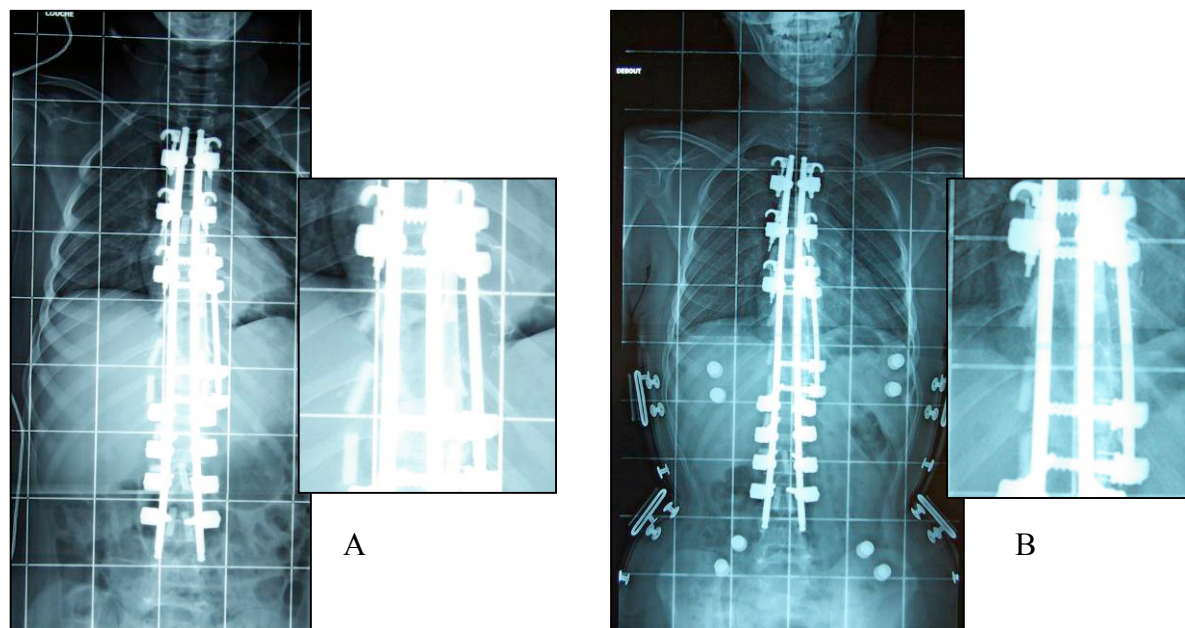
Radiographies de rachis, de face. A : Contrôle post-opératoire ; B : A un an de suivi
